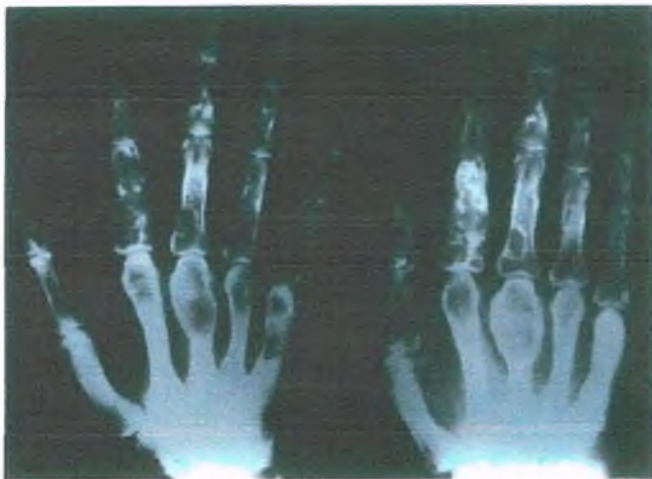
Hiperparatiroidismo primario. Radiografía de las manos en la que se observa una inflamación bulbar ("tumores pardos") y numerosas cavidades, ambas secundarias a la reabsorción ósea.
